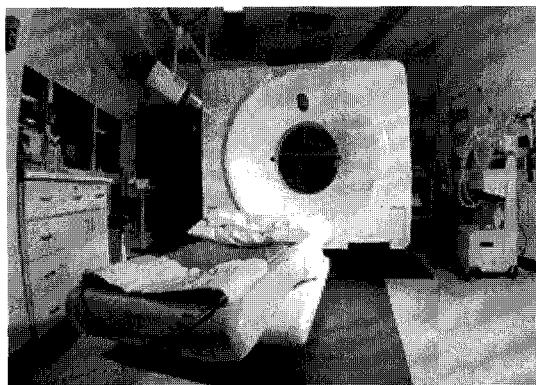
Computer Tomography 장비.
